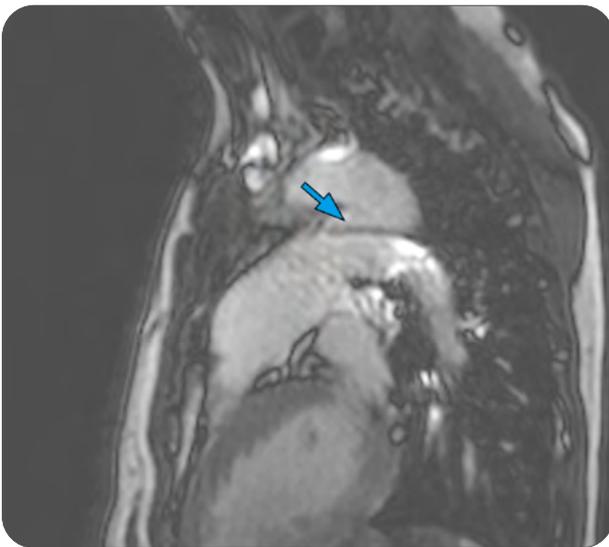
MRT in parasagittaler Schichtführung mit einem offenen Ductus arteriosus Botalli (Pfeil) mit hypoplastischer Aorta descendens.
